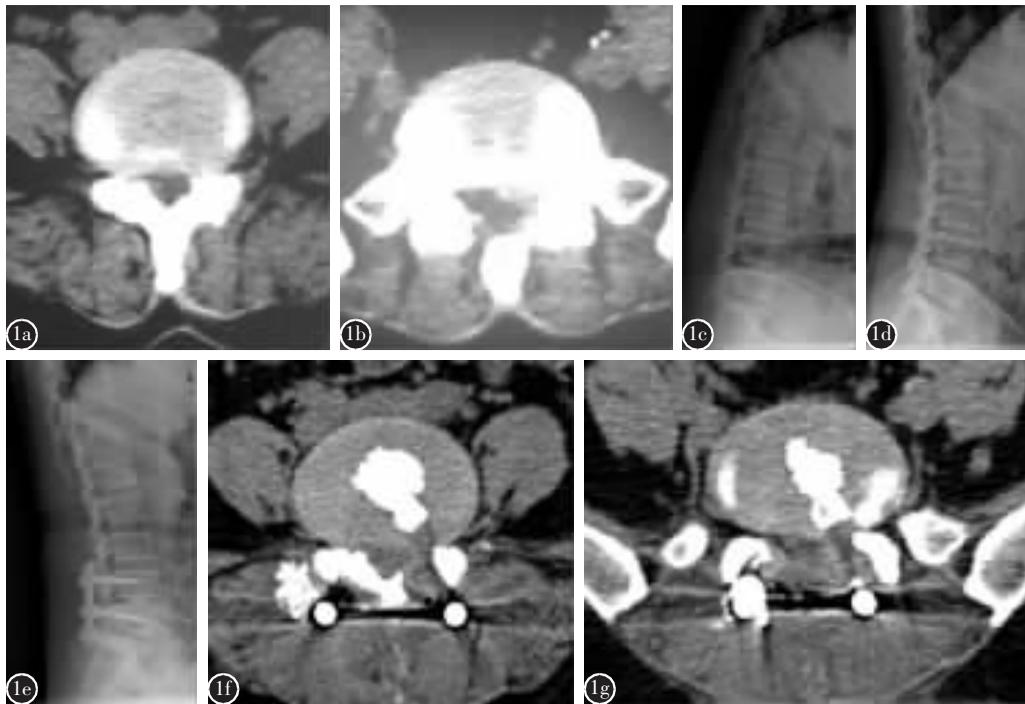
患者女性，53 岁，腰椎间盘突出症行 L5/S1 右侧微创开窗髓核摘除术后 18 年复发，腰腿疼痛 2 个月 a 再次术前 CT 示 L4/5 椎间盘突出并椎管狭窄 b 再次术前 CT 示 L5/S1 椎间盘左后方突出并椎管狭窄 c、d 再次术前过伸过屈位 X 线片检查示腰椎稳定性尚可 e 再次术后复查 X 线片示椎间植骨良好，内固定位置好 f、g 再次术后复查 CT 示 L4/5、L5/S1 椎管减压彻底，椎间植骨位置良好
